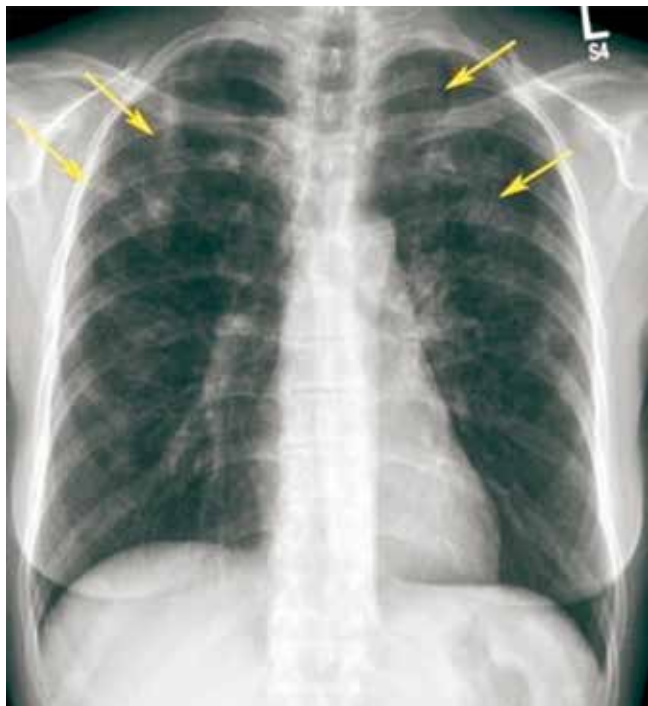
Рентгенограмма органов грудной клетки: эозинофильные «летучие» инфильтраты
